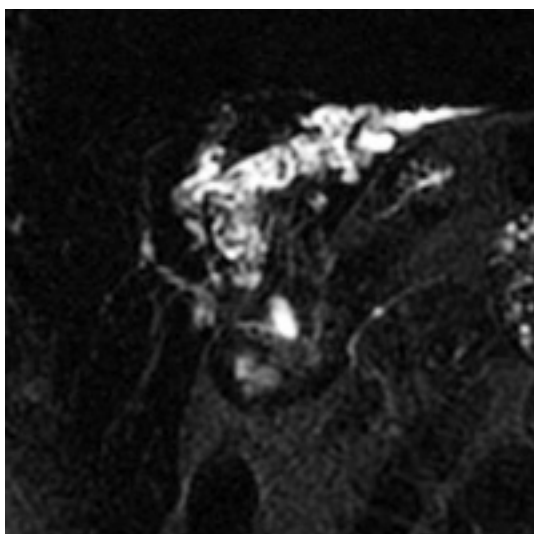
CP-IRM : dilatation et empierrement des VBIH gauches, (séquence SS-FSE, coupe frontale de 20 mm d'épaisseur, TE eff 800 msec).
